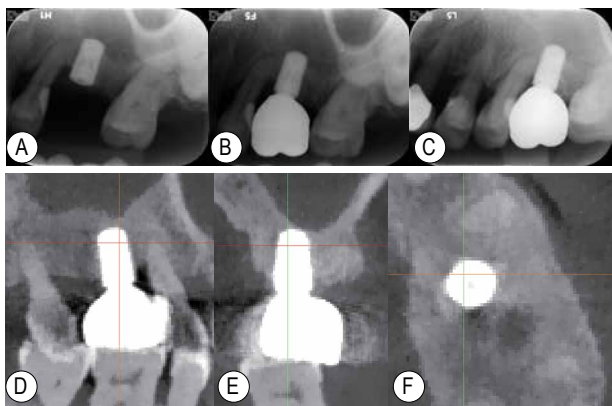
26种植手术后即刻、修复即刻及17个月随访放射线检查 A~C为根尖放射线片, A: 种植术后即刻; B: 修复后即刻; C: 17个月随访时; D~F为种植修复后17个月时CBCT截图, D: 矢状面; E: 冠状面; F: 水平面
